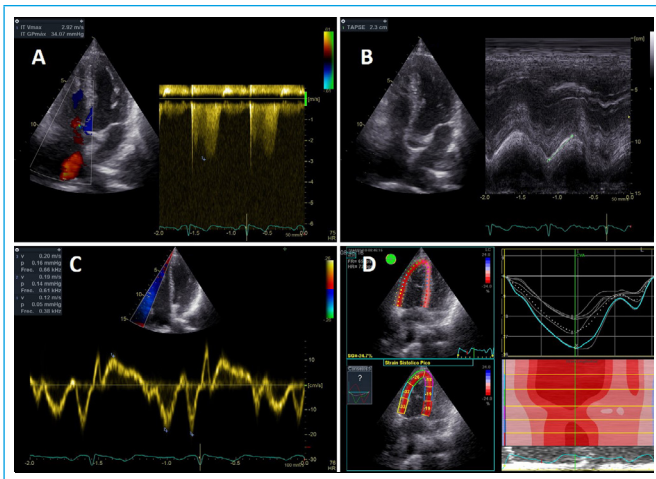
Evaluación ecocardiográfica de las cavidades derechas. A: cuantificación de la presión arterial pulmonar sistólica; B: cuantificación de la función sistólica (TAPSE); C: Doppler tisular anillo tricúspide lateral; D: strain del ventrículo derecho
